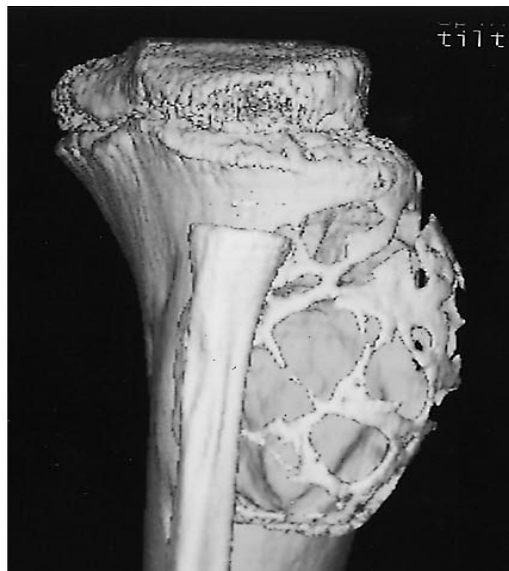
Enfant de 10 ans avec fibrome chondromyxoïde de la métaphyse tibiale. Aspect de trabéculations à la reconstruction 3D en TDM ⁽²⁸⁾.
